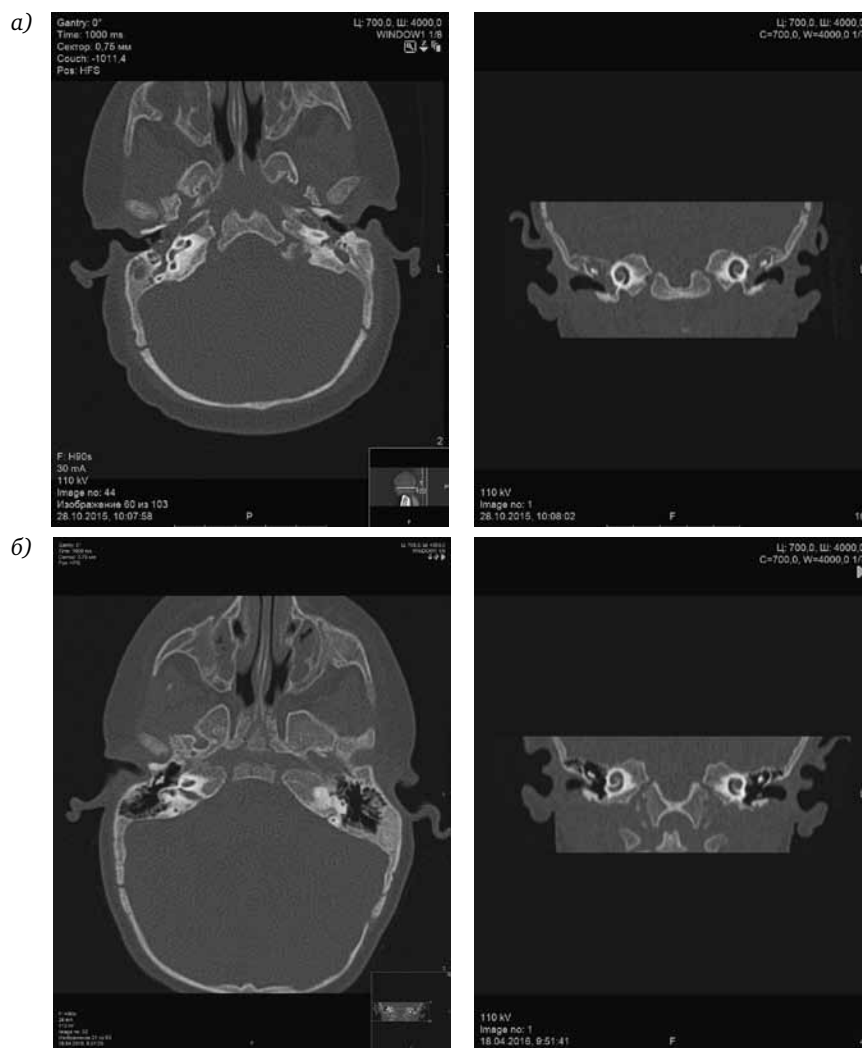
КТ височных костей ребенка 6 месяцев после курса неэффективного консервативного лечения двустороннего экссудативного среднего отита (а) и КТ височных костей того же ребенка в возрасте 1 года – через 6 месяцев после шунтирования барабанных перепонки (б).
